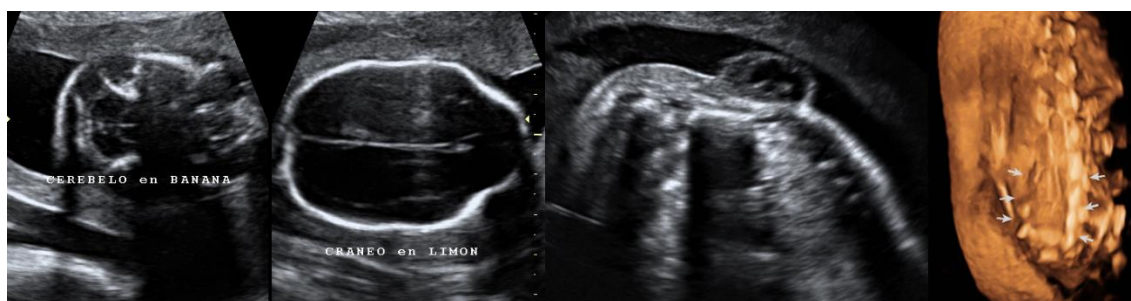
Signos indirectos y directos de defecto abierto del tubo neural en cortes axial y sagital en la ecografía de cribado de semana 20. Derecha, reconstrucción 3D en superficie del plano coronal. Fuente: Creado a partir de la biblioteca de imágenes del programa View-Point. C. Gutenberg.
